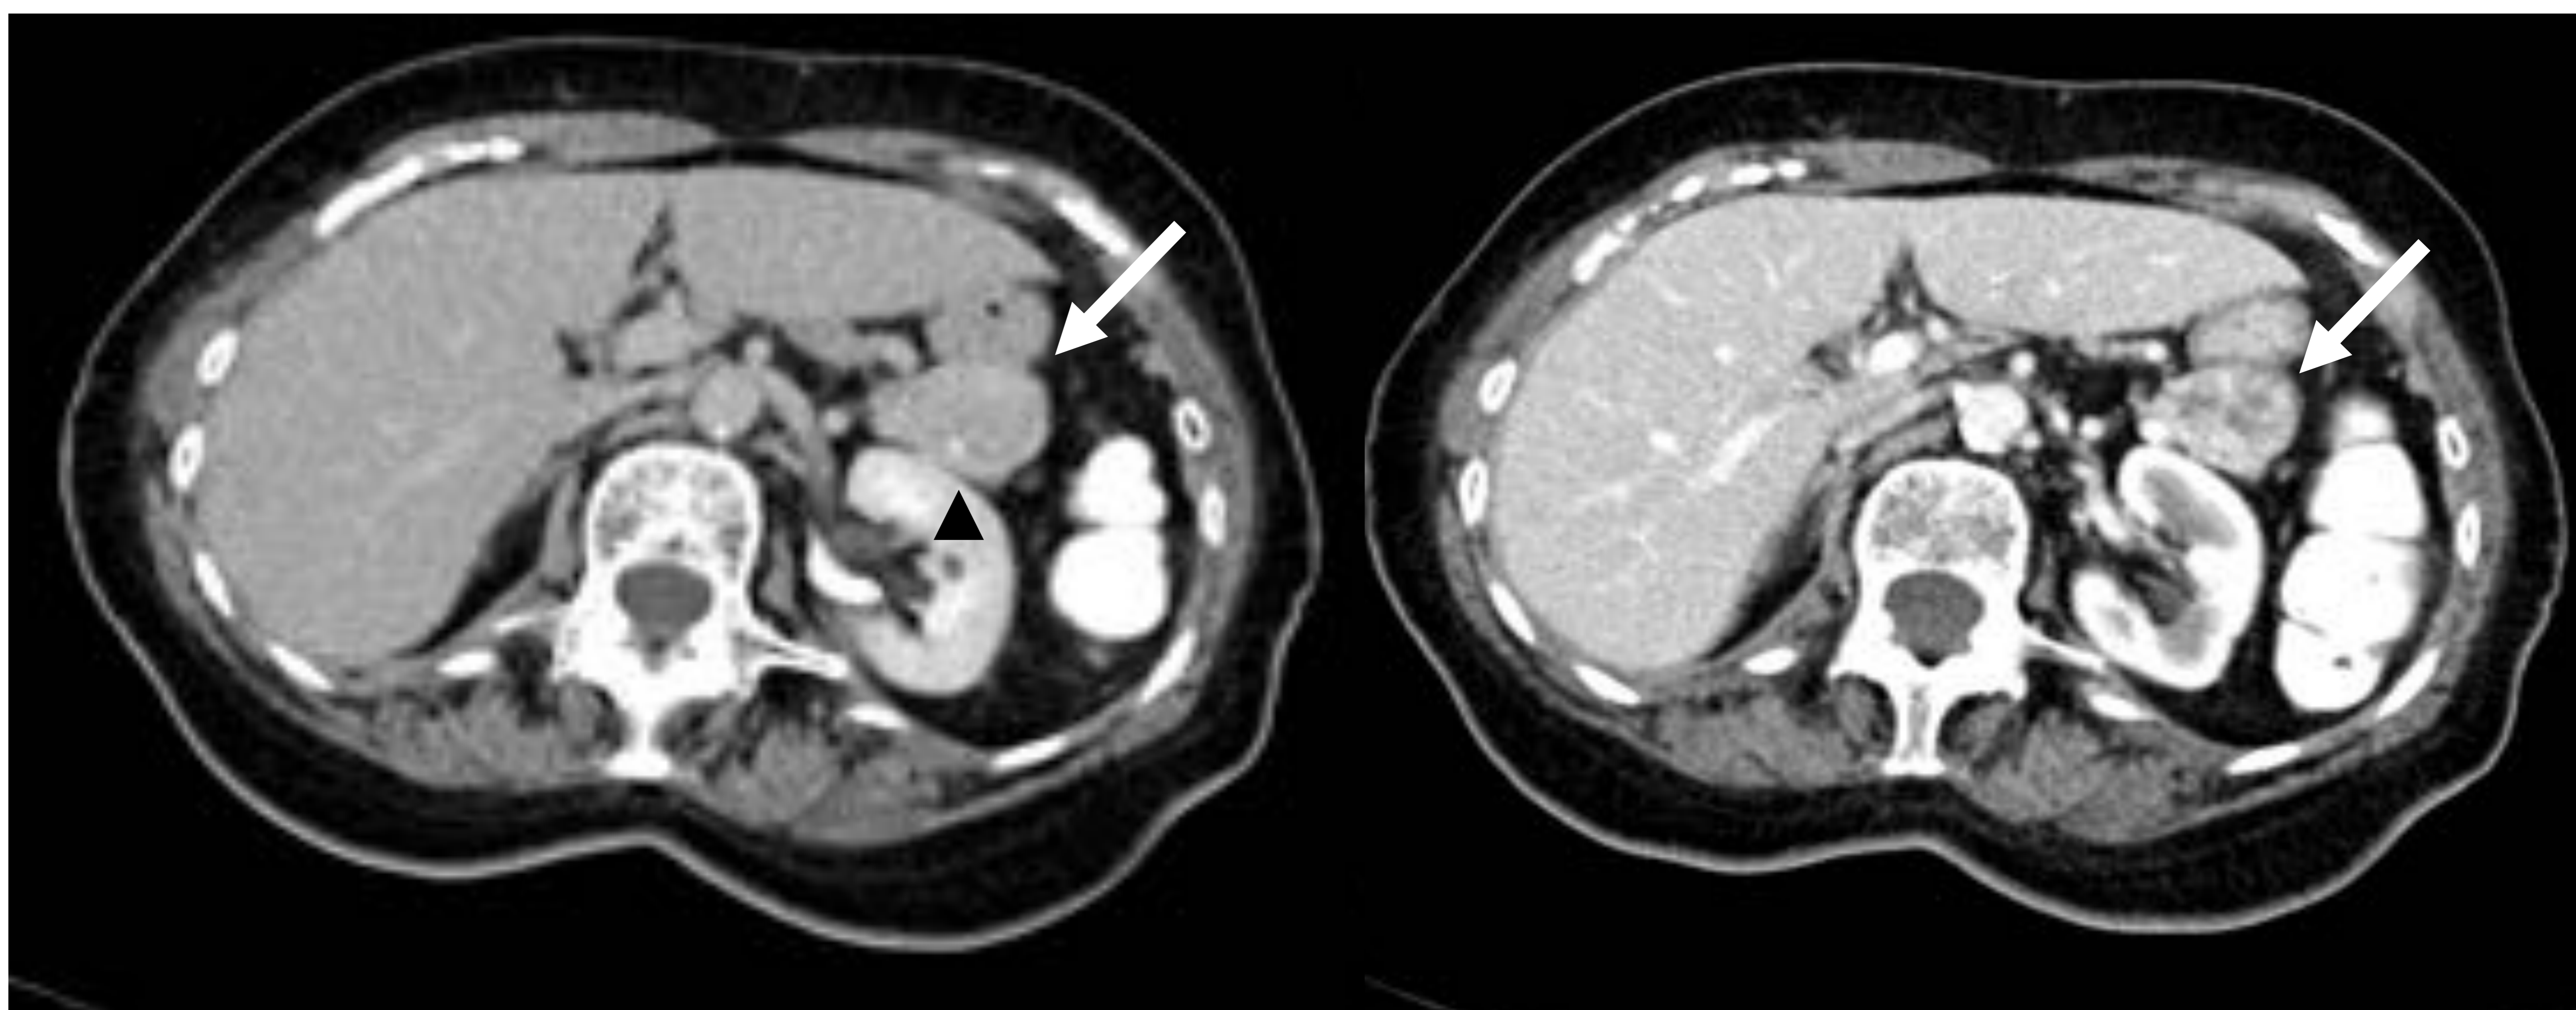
TNEp en una mujer de 77 años con síndrome constitucional y pérdida de peso. TC con contraste oral sin y tras la administración de CIV en fase arterial muestra una lesión heterogénea de 4 cm en la cola pancreática (flecha) con calcificación milimétrica (punta de flecha), intenso realce periférico y degeneración central.
